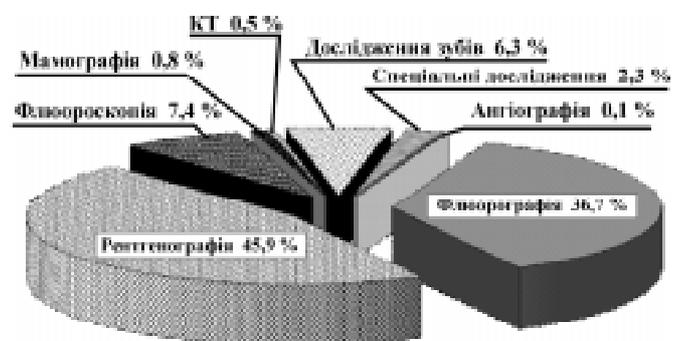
Структура рентгенологічних досліджень за результатами анкетування 2009 р.
